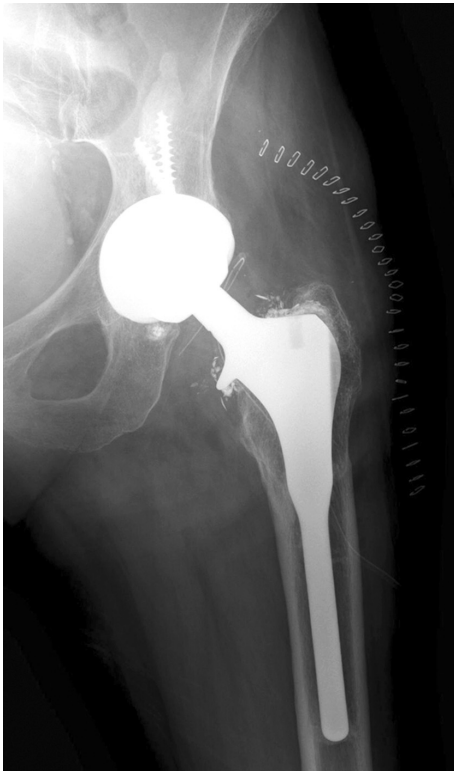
Radiografía A-P tras al recambio con opacidades puntiformes correspondientes a partículas de cerámica remanentes.
